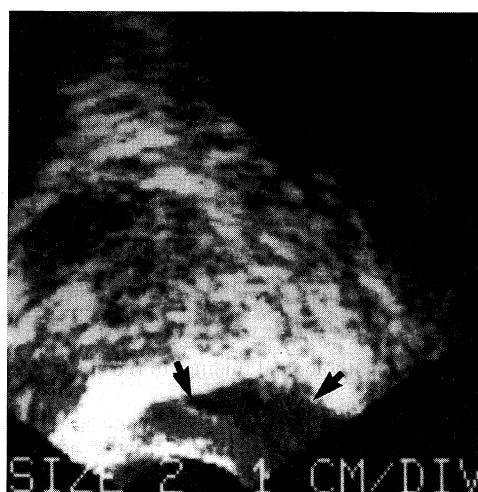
Transrectal ultrasonography at the time of needle biopsy, showing a solid mass on the rectal wall (arrows). (A longitudinal view)
